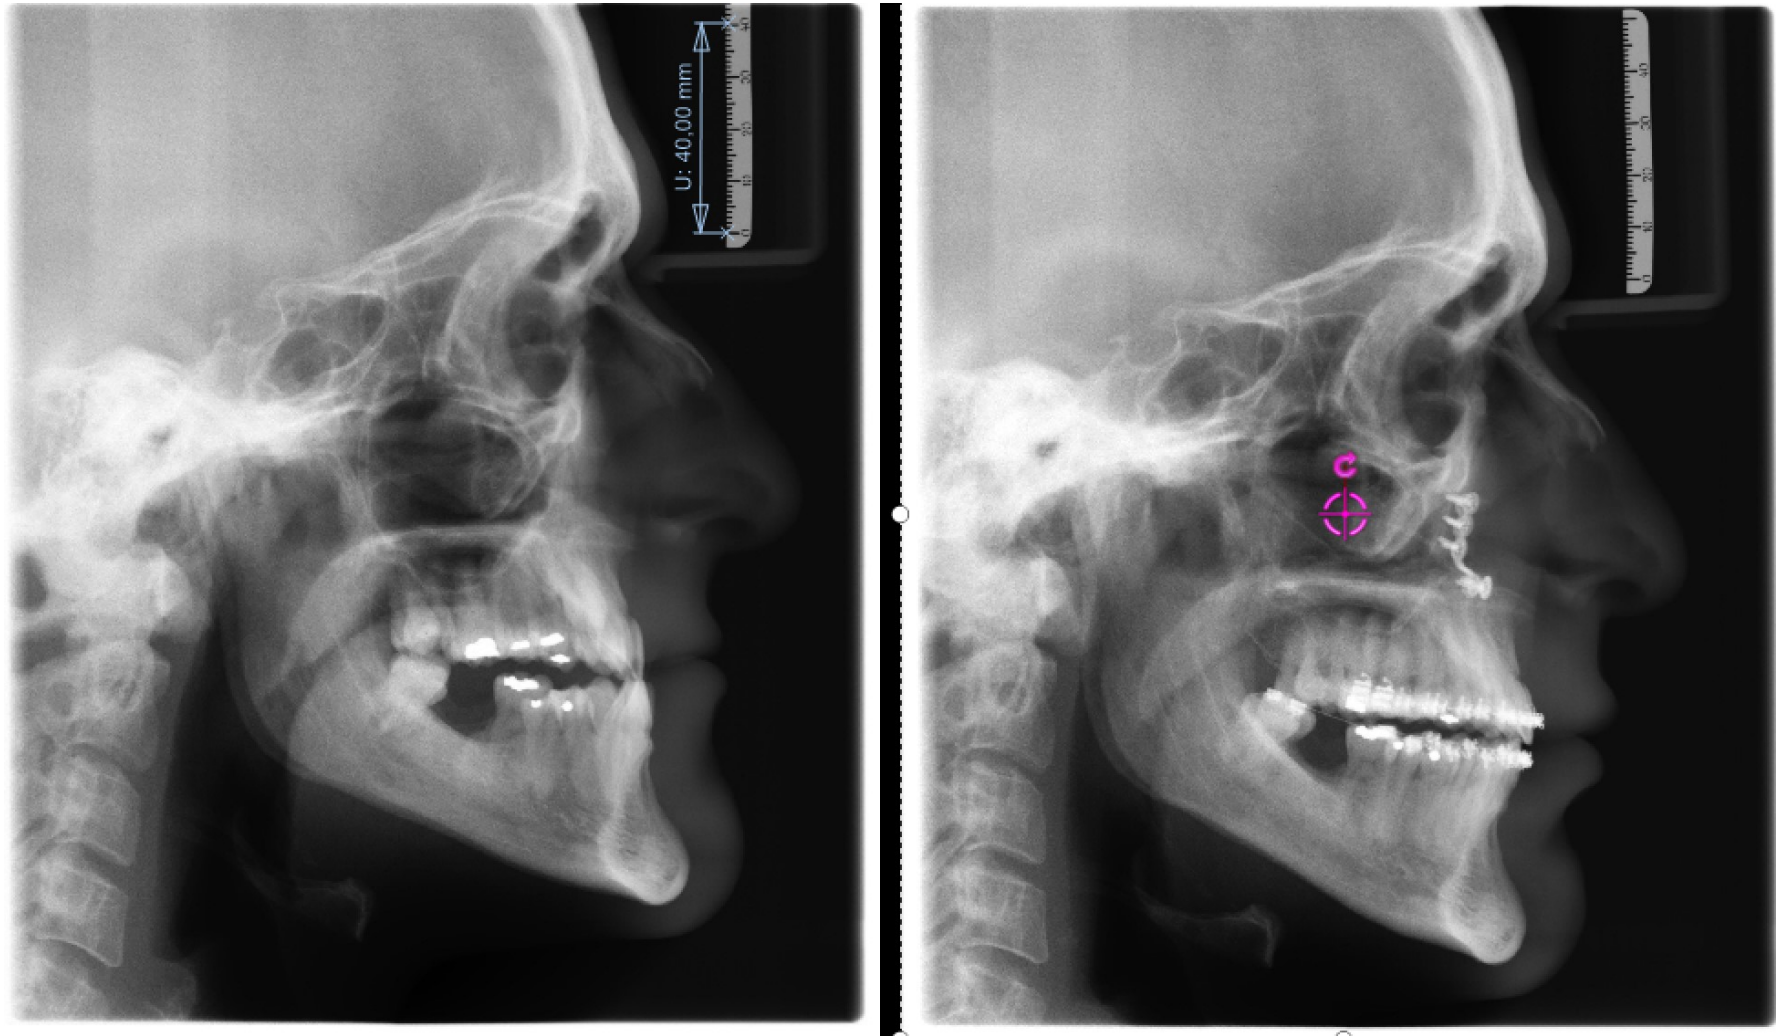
Caso 3: Comparação lado a lado da telerradiografia diagnóstico (esquerda) e pós-operatória (direita)
